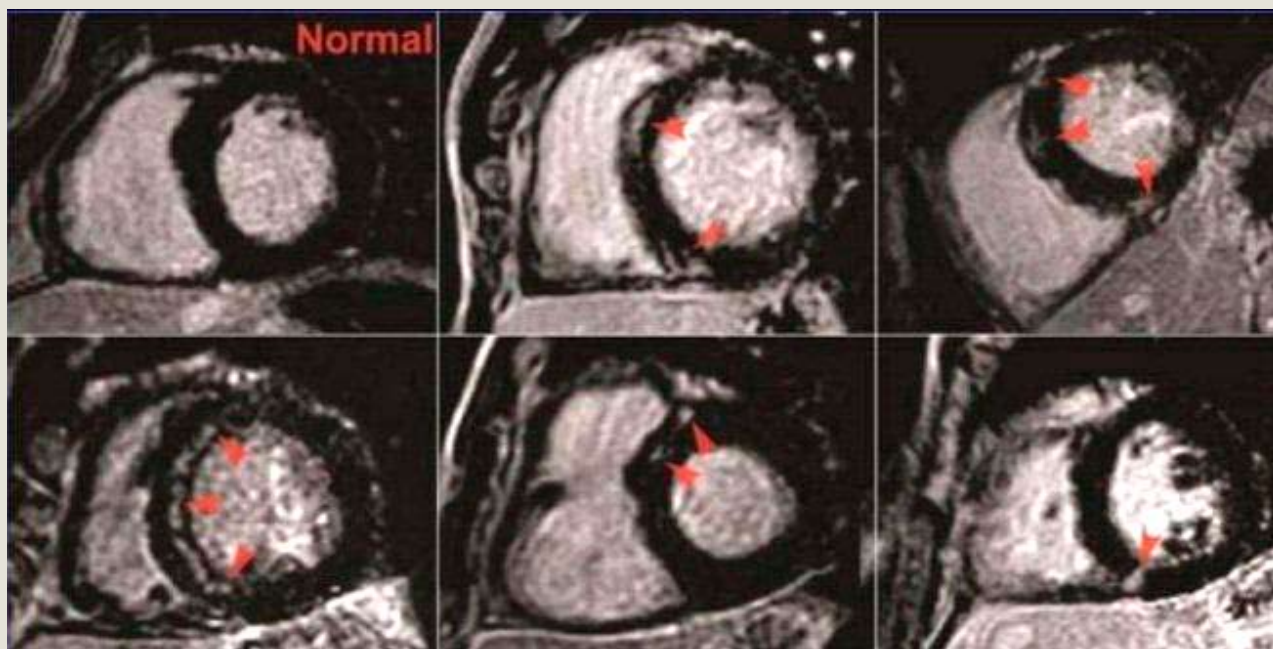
Examen CT toracic cu substanță de contrast (Gadolinium). În imaginile de sus este evidențiat aspectul ventriculului drept la subiecții normali, iar în cele de jos adaptarea ventriculului drept la efort la sportivii de anduranță (se observă modificările formei și complianței VD).
